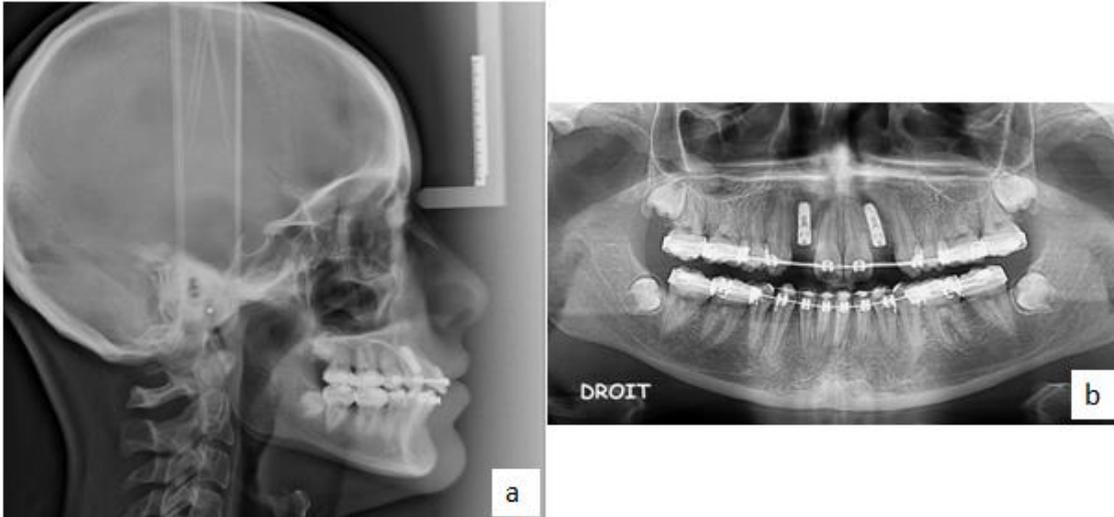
radio de fin de traitement : (a) Téléradiographie de profil, (b) Orthopantomogramme.
